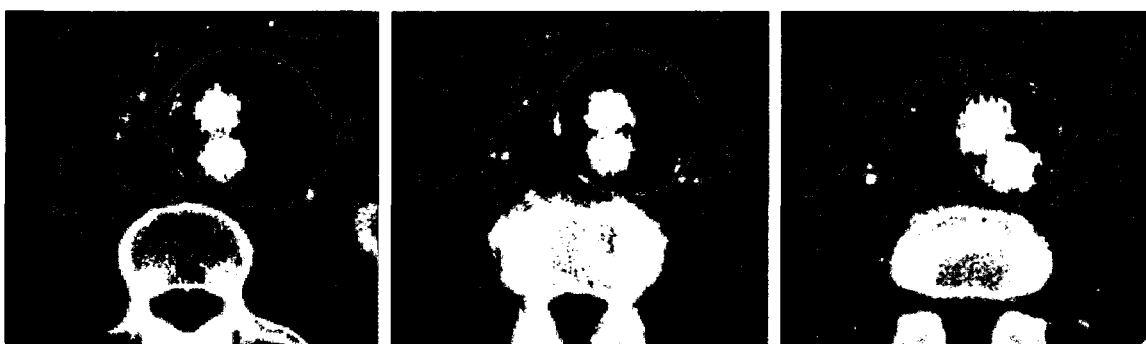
Segmentation CT (en rouge) du thrombus avec calcifications
